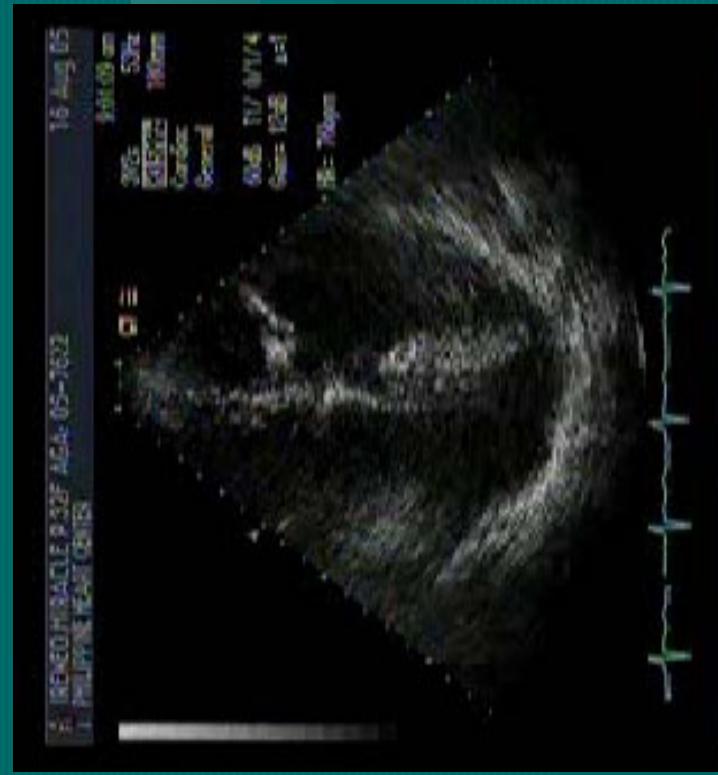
Transthoracic apical two-chamber view (*left*) showing a definite thrombus (arrow) in the left atrial appendage. The thrombus can also be seen in the atrial appendage in an anteriorly angulated apical four-chamber view (*right*). MVR, mitral valve replacement.
